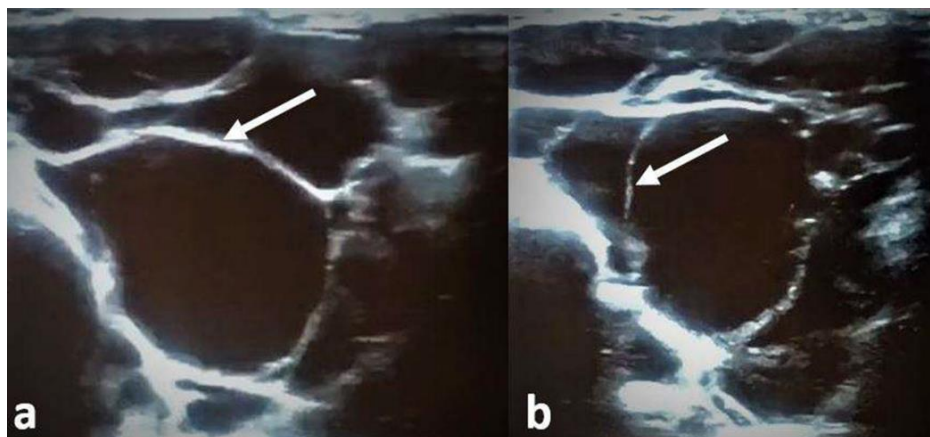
Echographie abdominale montrant un kyste multiloculaire de la fosse iliaque droite contenant quelques septas (flèches blanches) sans vascularisation au doppler.
